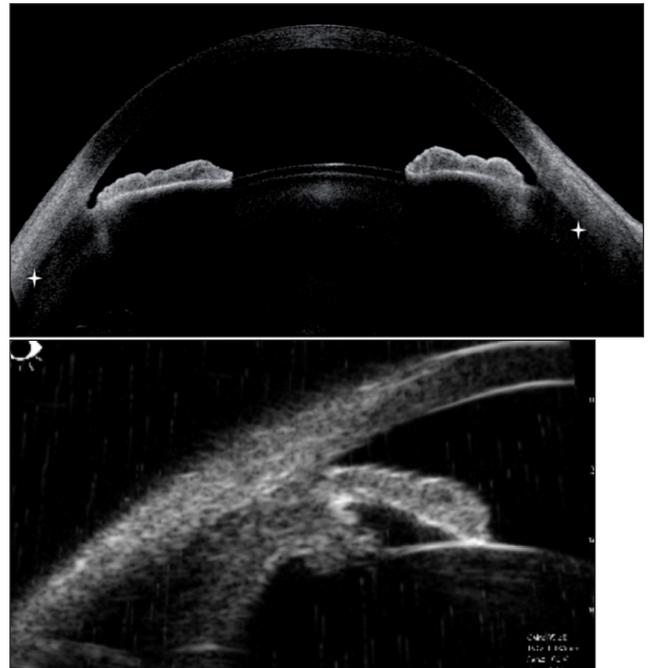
Ouverture de l'espace suprachoroïdien confirmant l'effusion uvéale visible en imagerie OCT de segment antérieur (CASIA, Tomey, Japon) et en échographie UBM.
